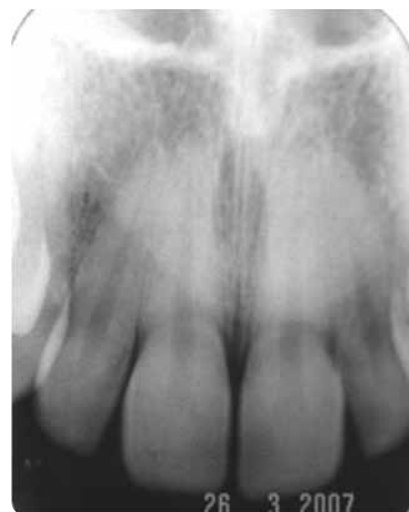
Radiografia periapical dos incisivos centrais superiores mostrando nenhuma alteração óssea ou dentária associada à lesão.
